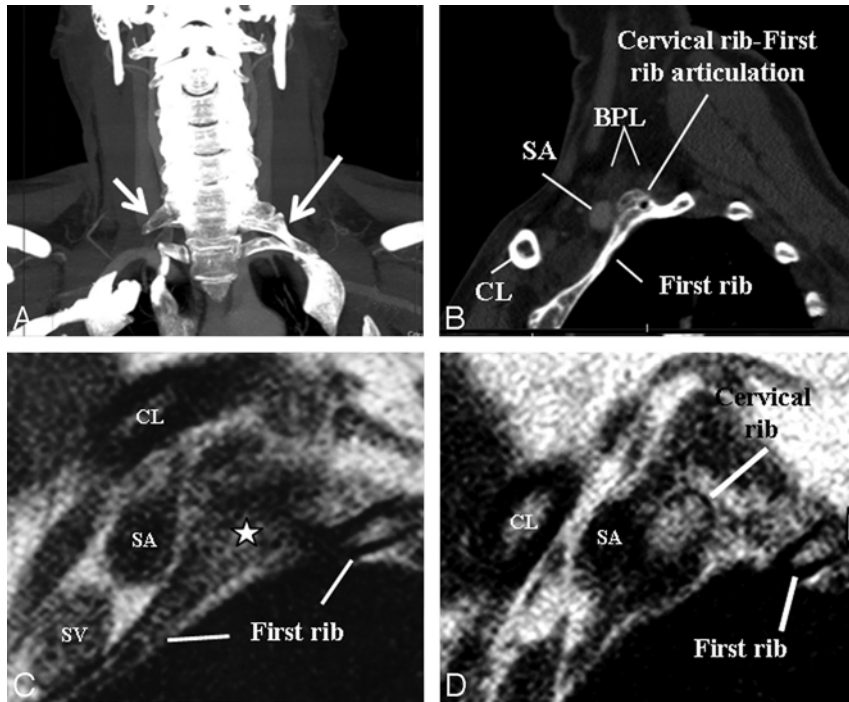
A, An elongated C7 transverse process on the right (*small arrow*) and a cervical rib (*long arrow*) articulating with first thoracic rib on the left on a maximal-intensity-projection view of a neck CT of a patient presenting with cervical pain and bluish discoloration of both hands, more so on the left. MRA and MRV of the neck vessels (not shown) in abduction did not show any stenosis excluding vascular (arterial or venous) TOS. B-D, Sagittal CT (B) and sagittal MR imaging (C and D from lateral to medial) views in a neutral position on the left side demonstrate cervical rib-first rib articulation (*star*) and the cervical rib contacting the BPL fibers in the costoclavicular space, responsible for neurogenic TOS. The patient's symptoms on the right are due to the elongated C7 transverse process impinging the BPL within the interscalene triangle (not shown).
